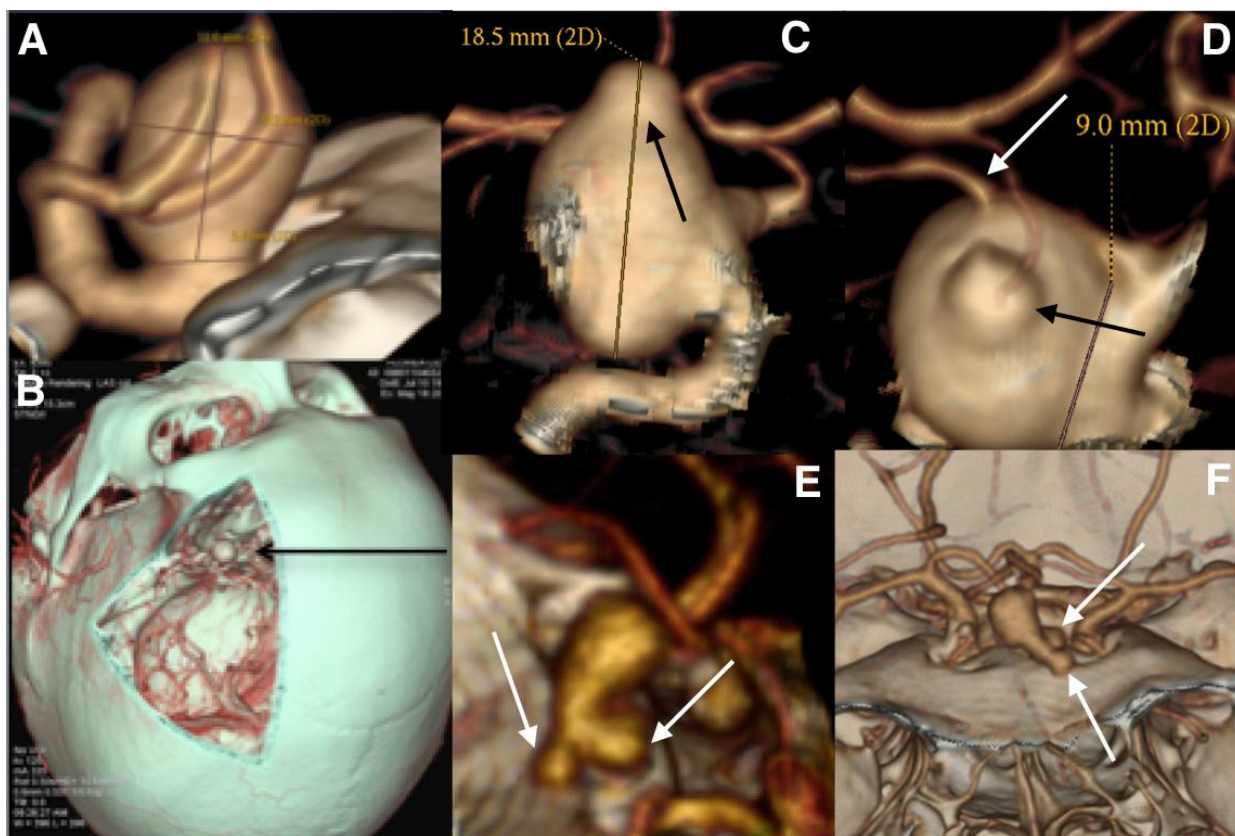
Angiografie prin computer tomografie. Forma saculară a anevrismelor cerebrale, diferite configurații. A – femeie, 43 de ani, anevrism al arterei carotide interne pe stânga. Configurația simplă ovoidală a anevrismului sacular. B – același pacient, proiecția vizualizării intraoperatorii a anevrismului. C, D – femeie, 49 de ani, anevrism al arterei carotide interne pe stânga. Configurația complexă polilobulată a anevrismului sacular. Lobuli secundari pe suprafața laterală a sacului anevrismal (săgeata neagră), vas eferent din sacul anevrismal (săgeata albă). E, F – bărbat, 54 de ani. Anevrisim complex polilobulat al arterei comunicante anterioare, lobuli secundari pe suprafața inferioară a sacului anevrismal.
